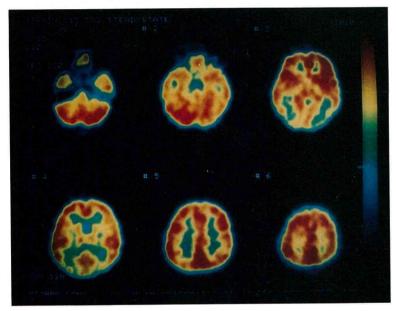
$C^{15}O_2$ による PET (steady state 法による)
